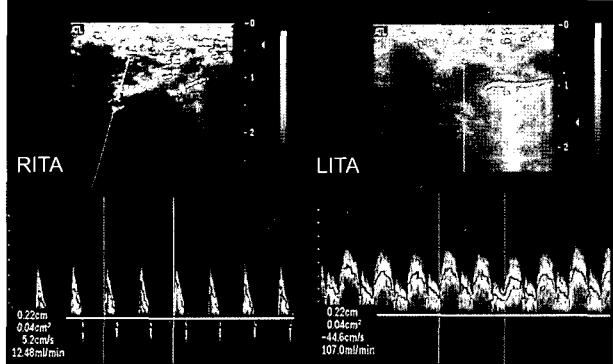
Markedly increased blood flow (107.0 mL/min) of left internal thoracic artery compare to right internal thoracic artery on immediate postoperative Doppler ultrasound findings.
